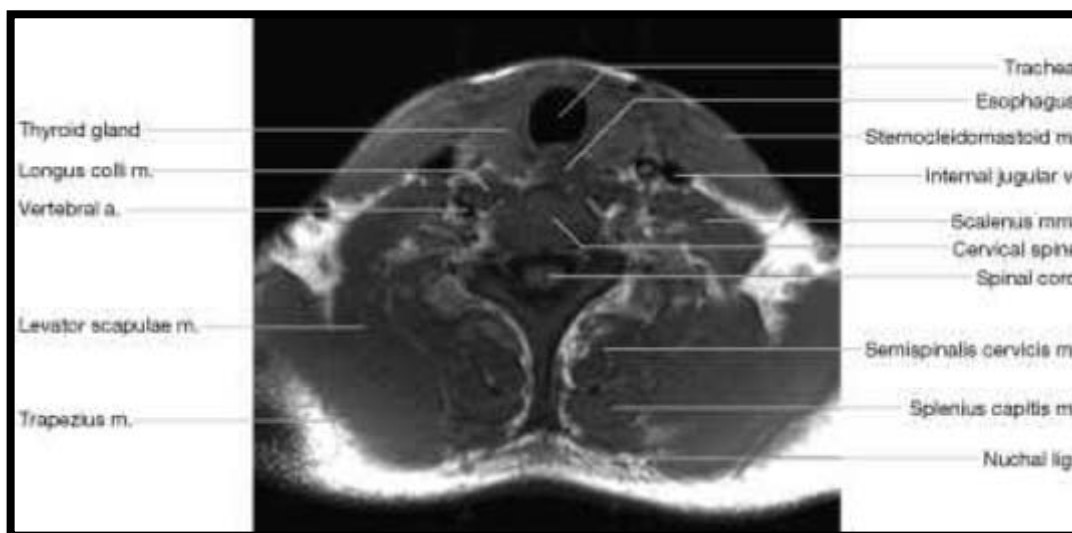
IRM cervicale en coupe axiale en séquence T1 pondérée montrant une thyroïde normale d'aspect homogène avec un signal similaire à celui des muscles adjacents du cou (30)
